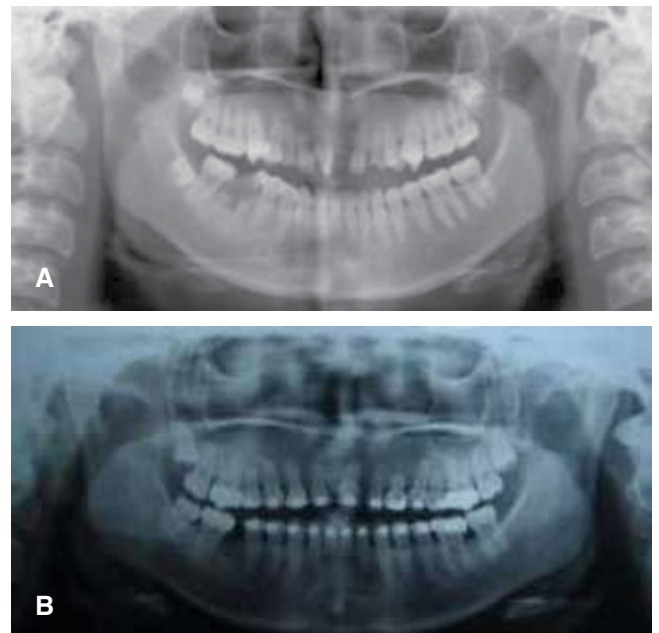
A) Ortopantomografía inicial.
